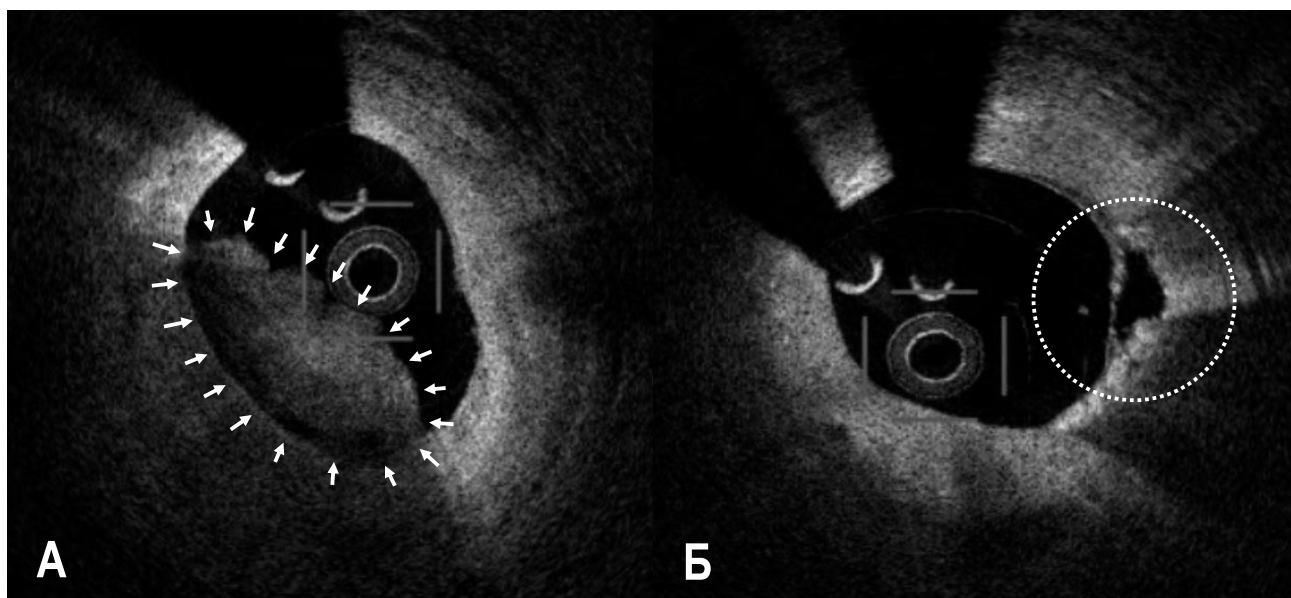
Результат оптичної когерентної коронарної томографії: пацієнт з симптомами інфаркта міокарда без елевации сегмента ST, дослідження проводили перед стентуванням пораненого сегмента. А – на внутрисудистій томограмі визначається внутріпросветний тромб, з однієї сторони фіксований до стінки КА, а з іншої – вільно контактуючий з просветом суду. Нерівний контур тромба, з дефектами заповнення, підтверджує його недавній період існування в просветі КА; Б – сусідній сегмент КА з місцем внутрисудистого тромбоутворення, в якому визначаються чіткі ознаки руйнування стінки артерії (дефект ендотеліального шару, без помітного звуження просвета суду і ознак сформованої атеросклеротическої бляшки).
